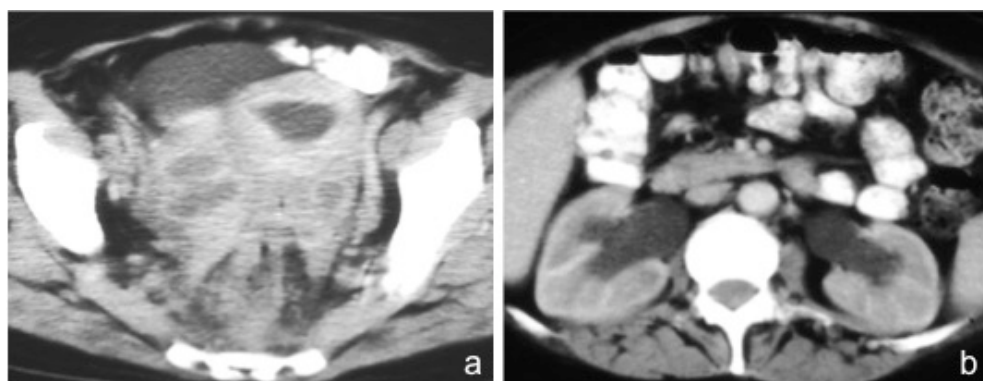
Mulher com actinomicose pélvica. As imagens de TC no plano axial após administração endovenosa de contraste e opacificação do tubo digestivo, revelam distensão líquida da cavidade endometrial, associada a abscesso tubo-ovárico bilateral (a), condicionando hidronefrose (b).
